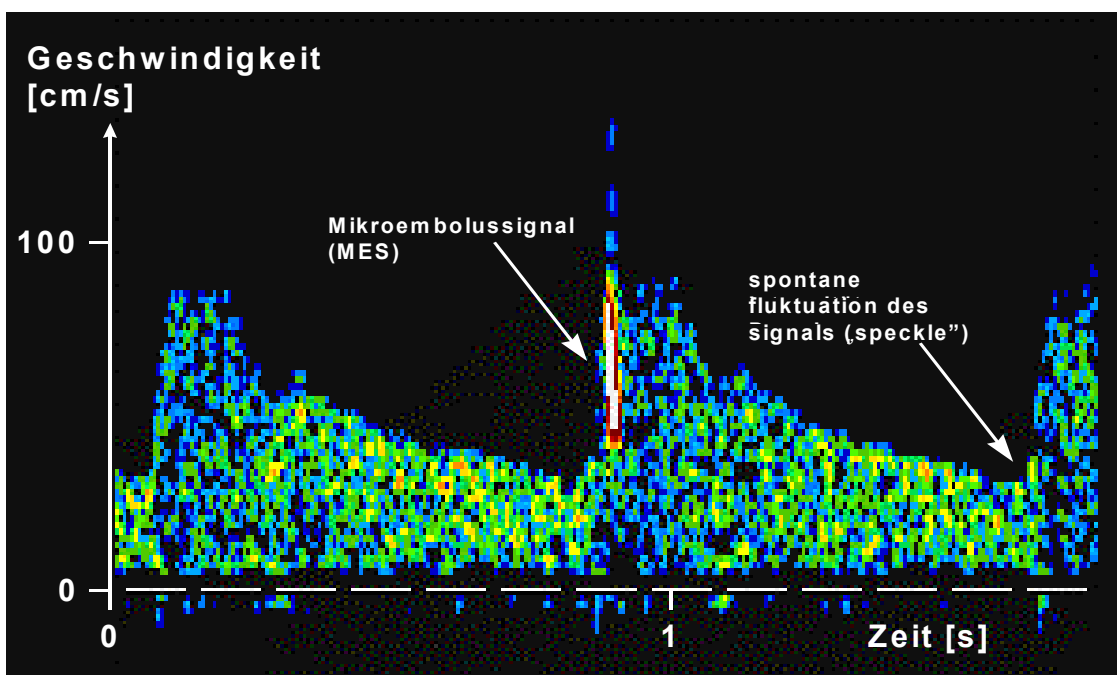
Beispiel eines transkraniellen Dopplerspektrums mit einem MES und einem „speckle“ (Droste und Ringelstein 1999).
